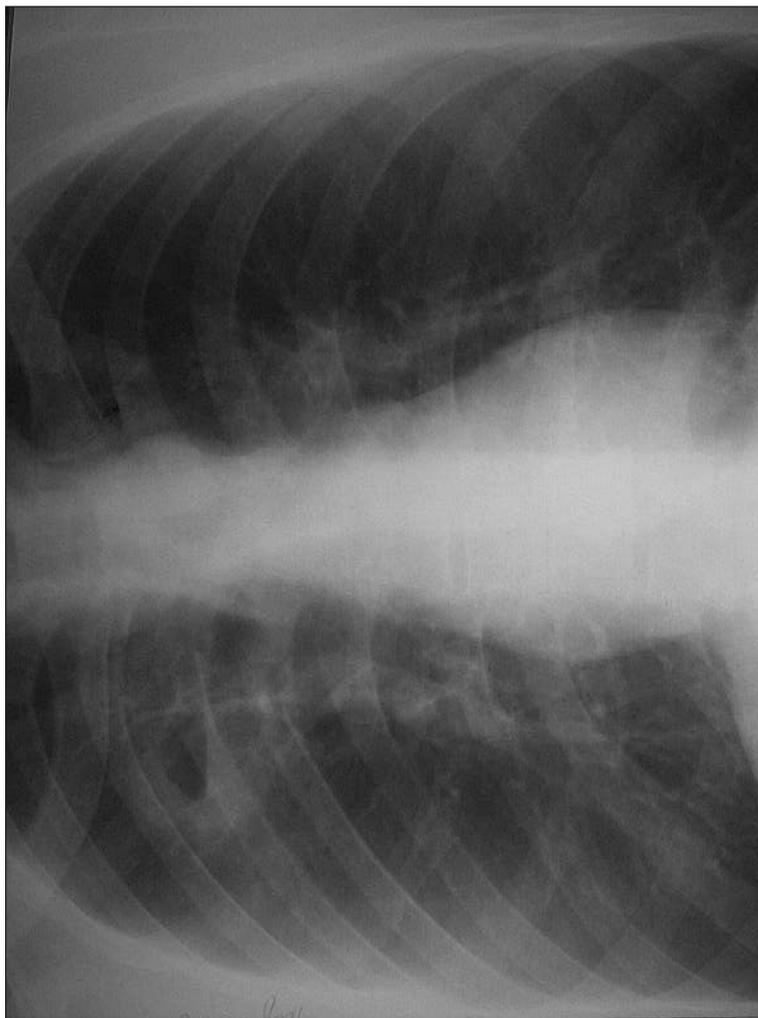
Обзорная рентгенограмма грудной клетки.
